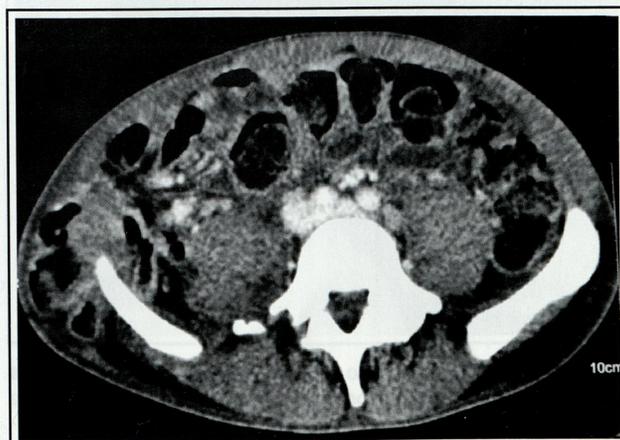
TAC abdominal: Rotura de la pared abdominal lateral derecha con herniación de colon y asas de intestino delgado sin sufrimiento isquémico de las mismas(A), herniación, además, de grasa y vasos mesentéricos que se sitúan bajo tejido celular subcutáneo(B).
